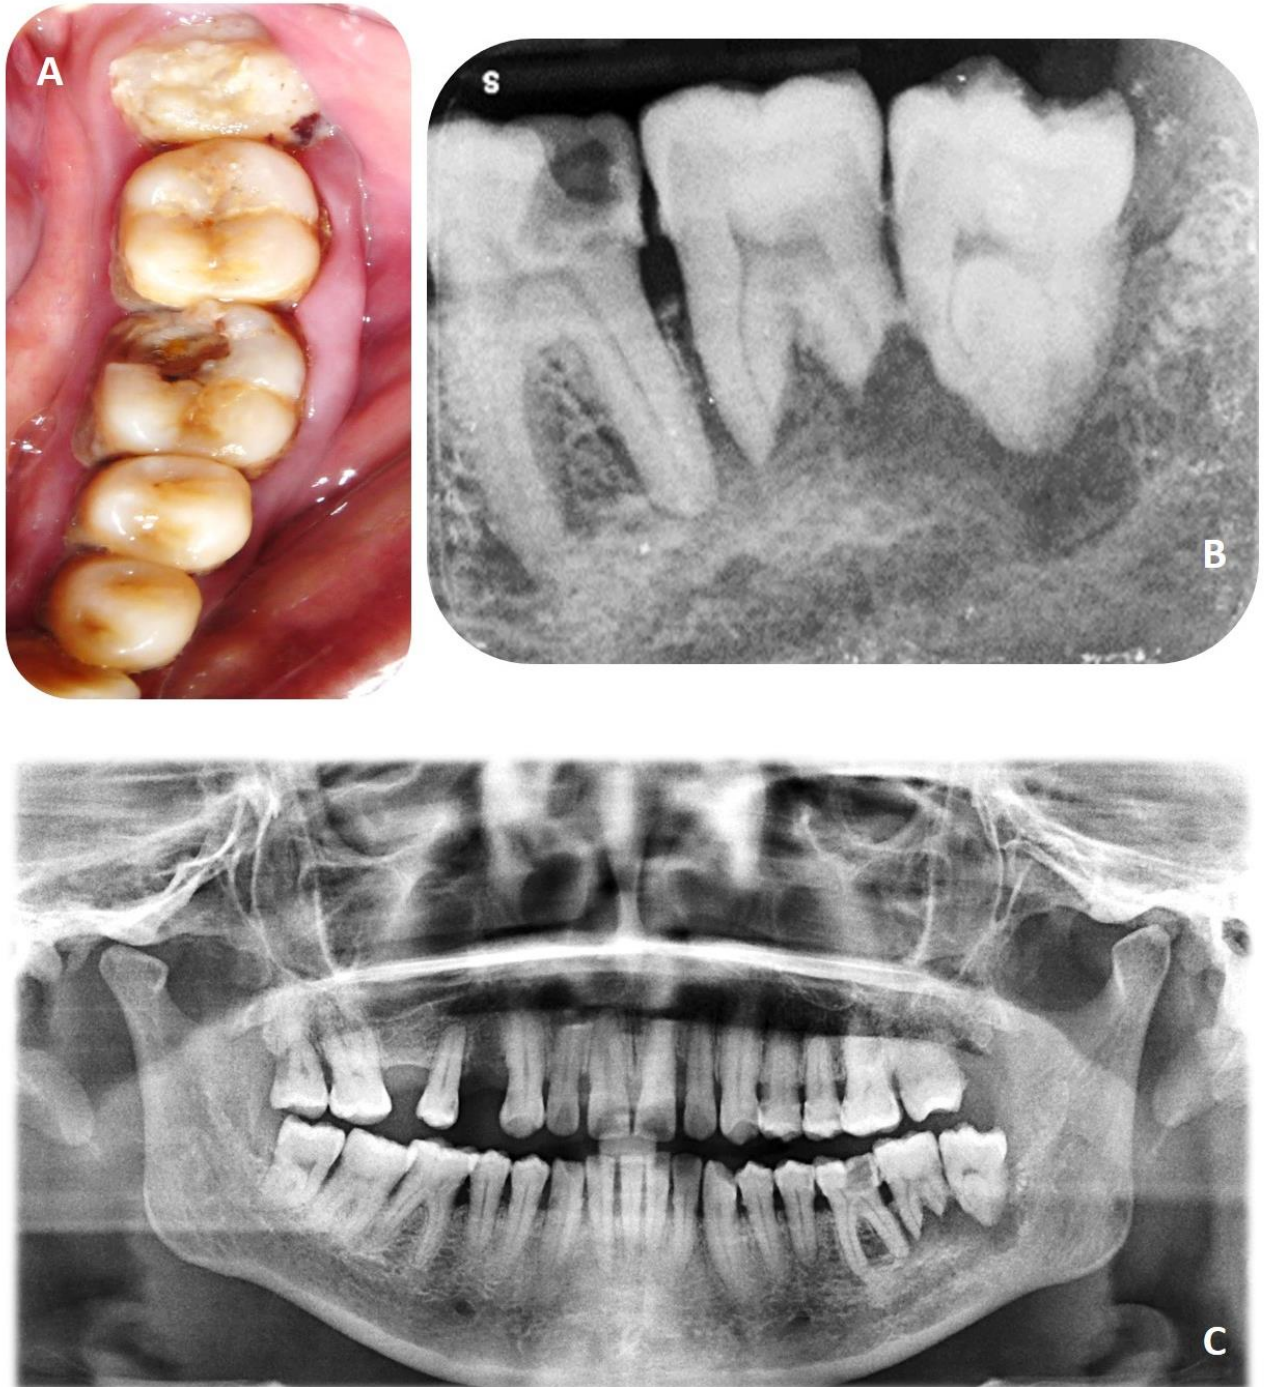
A. Vista oclusal de OD 36 con destrucción coronaria e importante acumulo de biopelícula y sarro en OD 37 y 38. B. Radiografía periapical de la zona en donde se observa la lesión radiolúcida con bordes difusos en tercio apical del OD 36, mientras que en el OD 38 se presentaba lesión radiopaca con resorción radicular del OD 37. C. Ortopantomografía en donde se observa el tamaño completo de la lesión.
